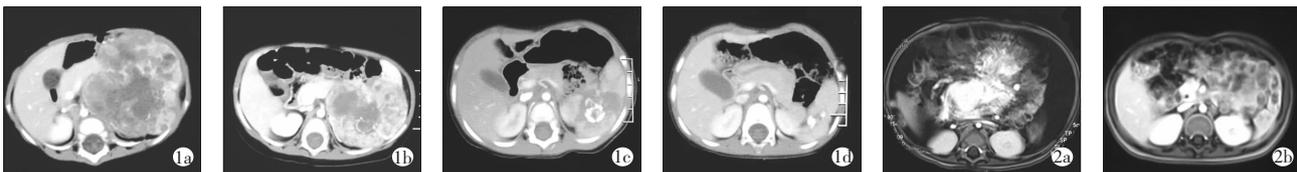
病例 1, a 为发病之初, 治疗前肿瘤情况; b 为 VCR 治疗后 3 个月, 肿块明显缩小; c 为 VCR 治疗全部结束时 (10 次 VCR 后) 肿瘤情况, 见肿瘤继续缩小, 并可见钙化; d 为 VCR 治疗结束后 1 年, 见肿瘤基本消失, 仅存钙化; 图 2 病例 2, a 为发病之初的增强 MRI, 提示胰头区、肠系膜根部多发异常强化灶; b 为 VCR 治疗 (10 次后) MRI, 提示肿块消失。
